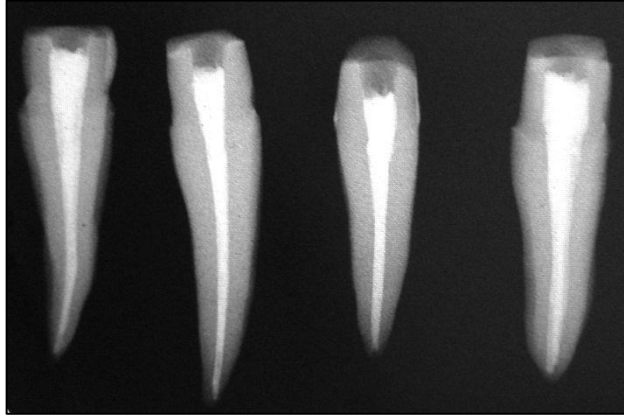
Radiografía retroalveolar periapical de los dientes obturados.
